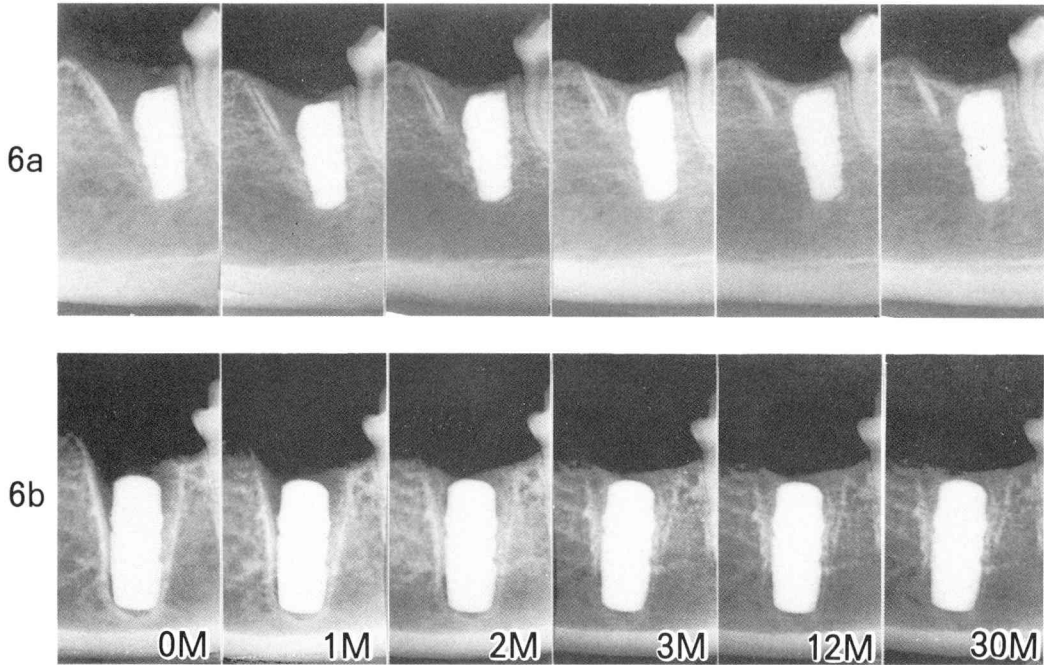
Standardized radiographs are taken at 0, 1, 2, 3, 12 and 30 months after implantation. 6a : shows shallowly embedded apatite implant. 6b : shows deeply embedded apatite implant.
